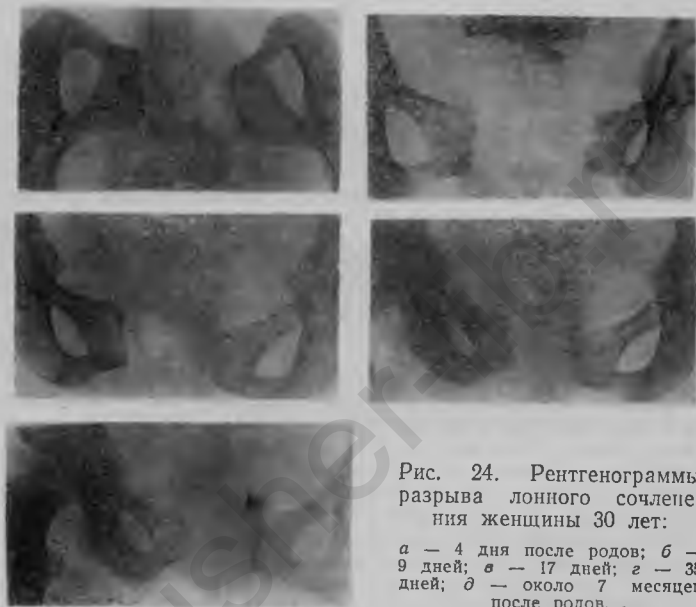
Рентгенограммы разрыва лонного сочленения женщины 30 лет:
